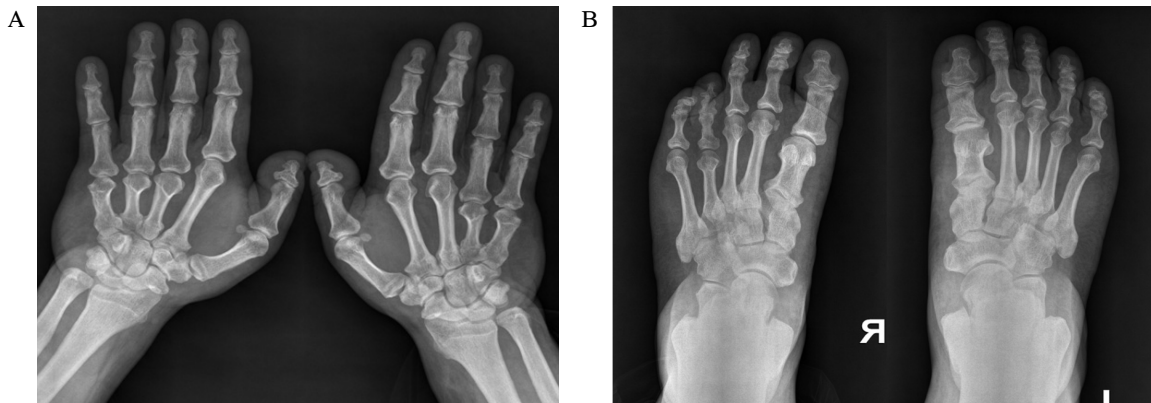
Plain radiograph of hand with shortened of Rt. third, fourth metacarpals and second, third and fourth metacarpals (A), foot with shortened of Rt. first, fourth metatarsals and Lt. first metatarsal (B).
